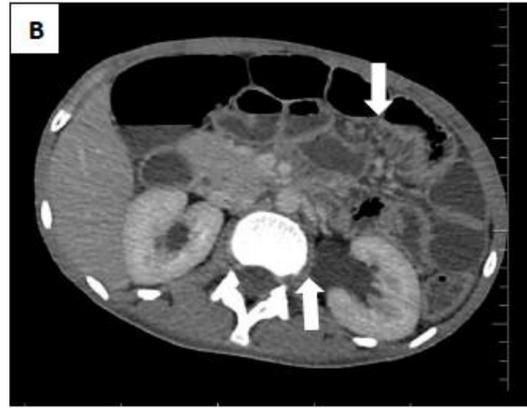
A tomografia abdominal com contraste iodado demonstra espessamento difuso da parede intestinal com realce mucoso (A) e ingurgitamento de vasos mesentéricos distais, “sinal do pente” (B). Observa-se ainda hidronefrose bilateral (B e D), além de espessamento irregular da parede da bexiga, com pequena quantidade de ascite na cavidade pélvica (C).
